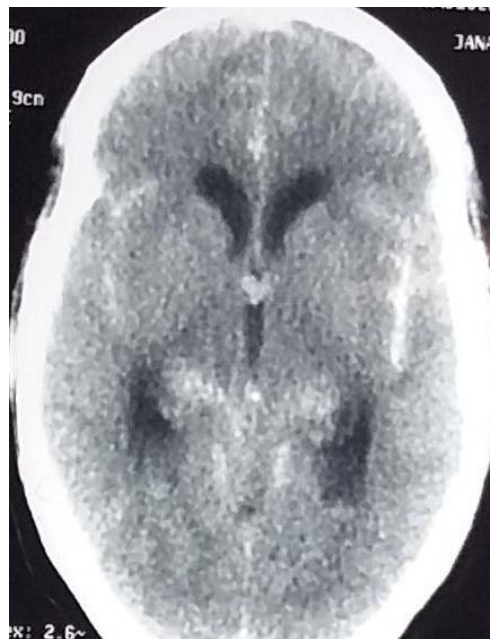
TDM cérébral objectivant une hémorragie méningée stade II de Fischer
